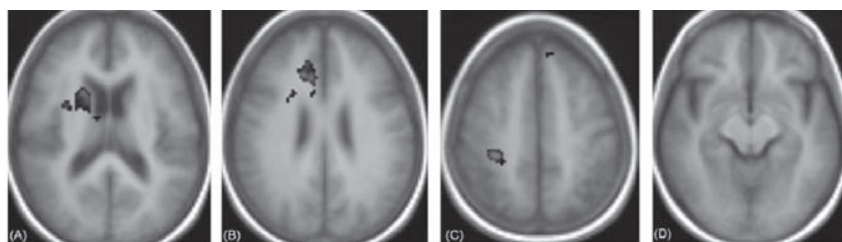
Análisis con resonancia magnética funcional mostrando regiones con una mayor conectividad funcional cerebral durante una prueba de aprendizaje de contenido visual entre el hipocampo (D) con el núcleo caudado (A), el cíngulo anterior (B) y el lóbulo parietal superior (C) en pacientes con afectación de la memoria portadores del alelo $\epsilon 4$ de la apolipoproteína E respecto a no portadores. Estos datos sugieren un mayor uso de recursos neurofisiológicos por parte de los pacientes portadores de ésta variante genética.
